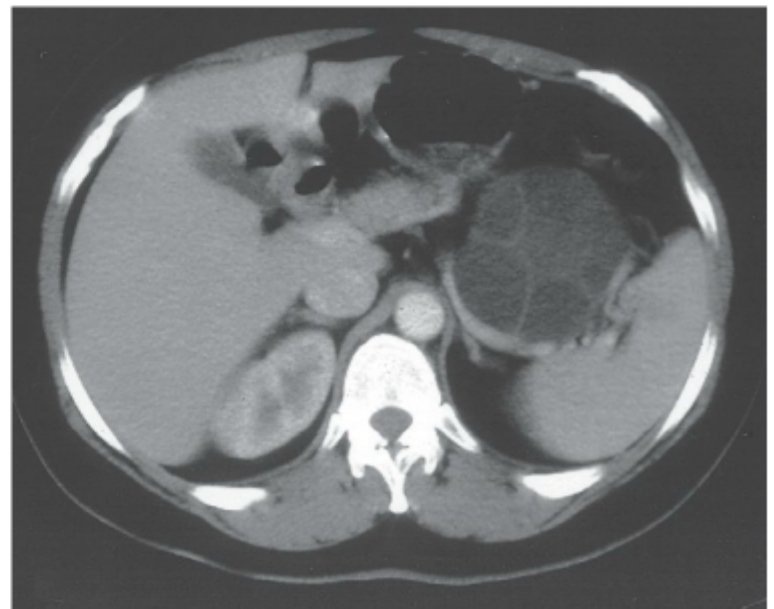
Tomografia computadorizada de um cistoadenoma (macroscístico) mucinoso. Note múltiplas áreas císticas grandes. O exame microscópico mostrou múltiplas áreas de estroma ovariano.
